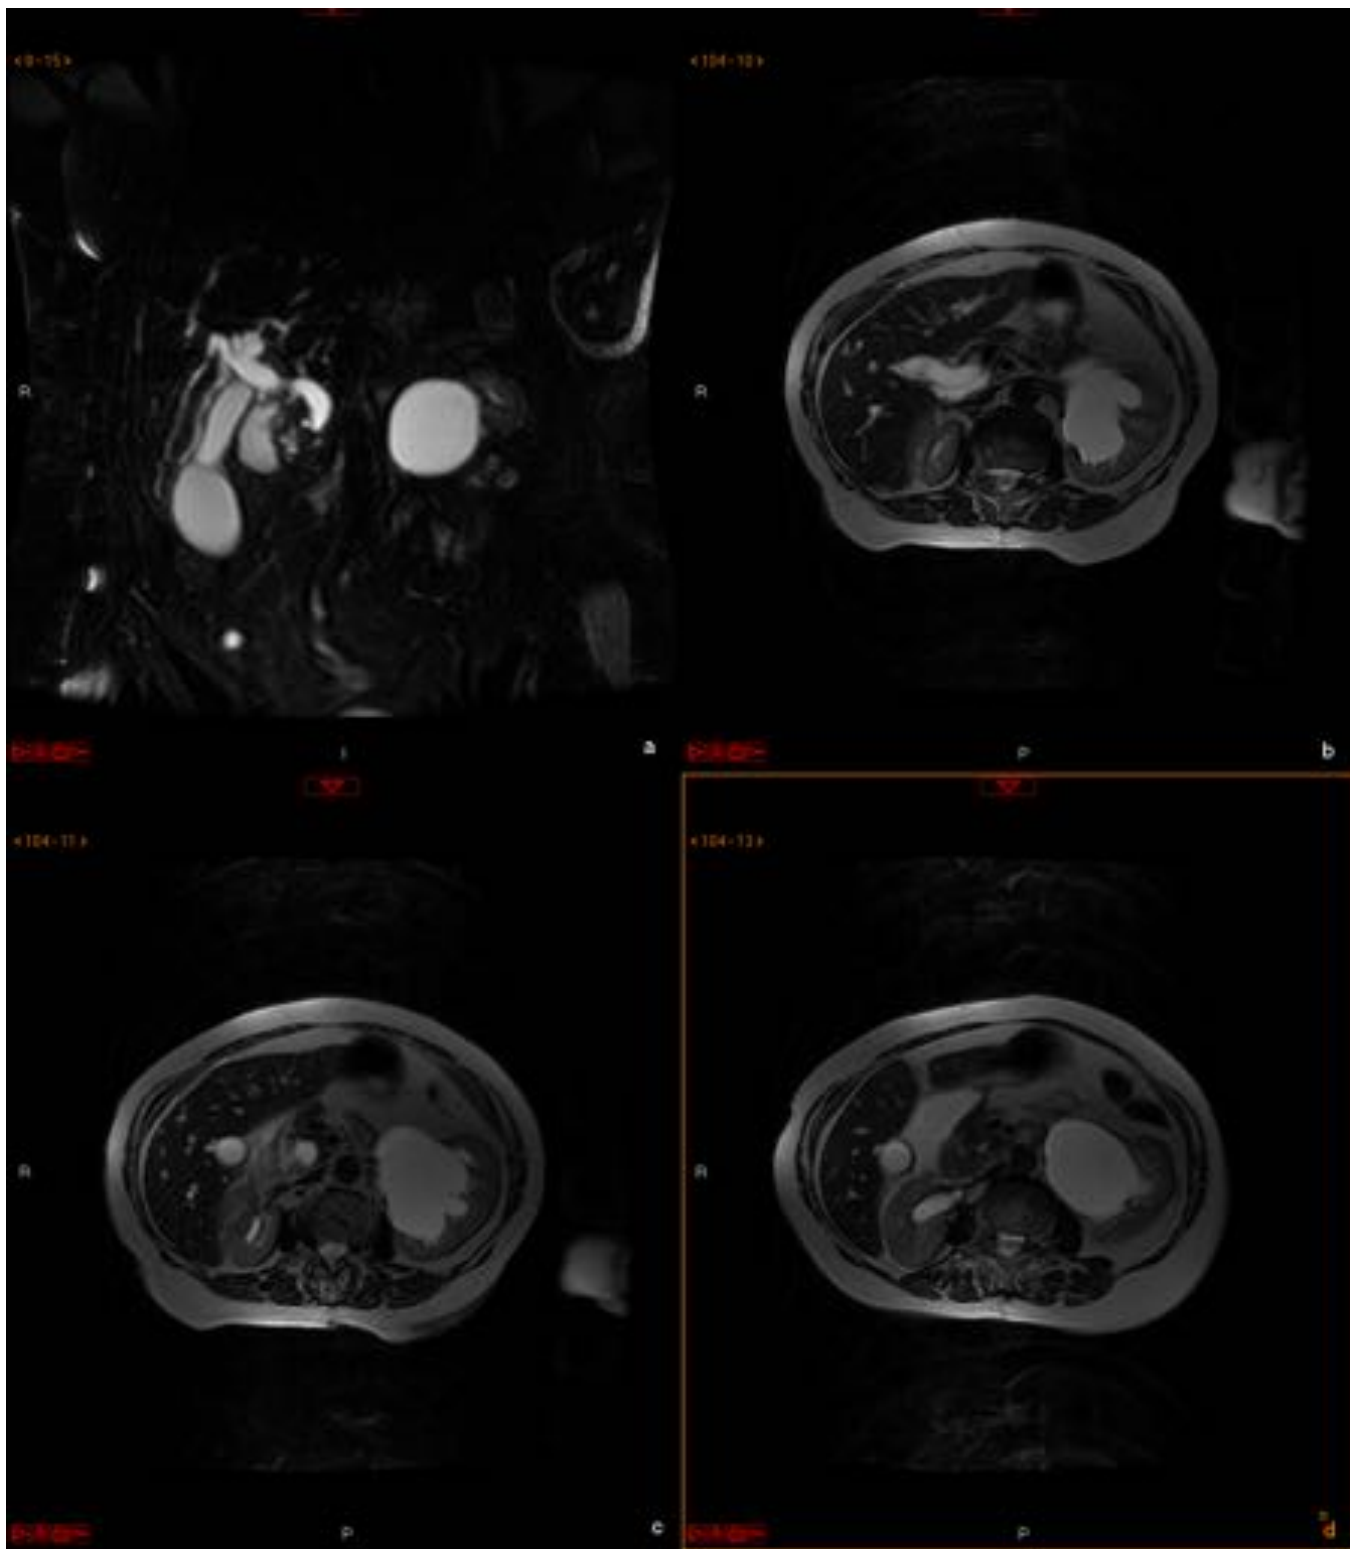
Mujer de 85 años que ingresa por dolor abdominal e ictericia. ColangioRM/RM abdominal (secuencias CPRM y axiales T2): se aprecia marcada dilatación de vías biliares intra y extrahepáticas con imagen de stop en la parte distal del colédoco apreciándose en región ampular una pequeña lesión de señal intermedia en todas las secuencias de pulso (18 mm) que sugiere ampuloma (confirmado posteriormente). Hidronefrosis renal izquierda.
